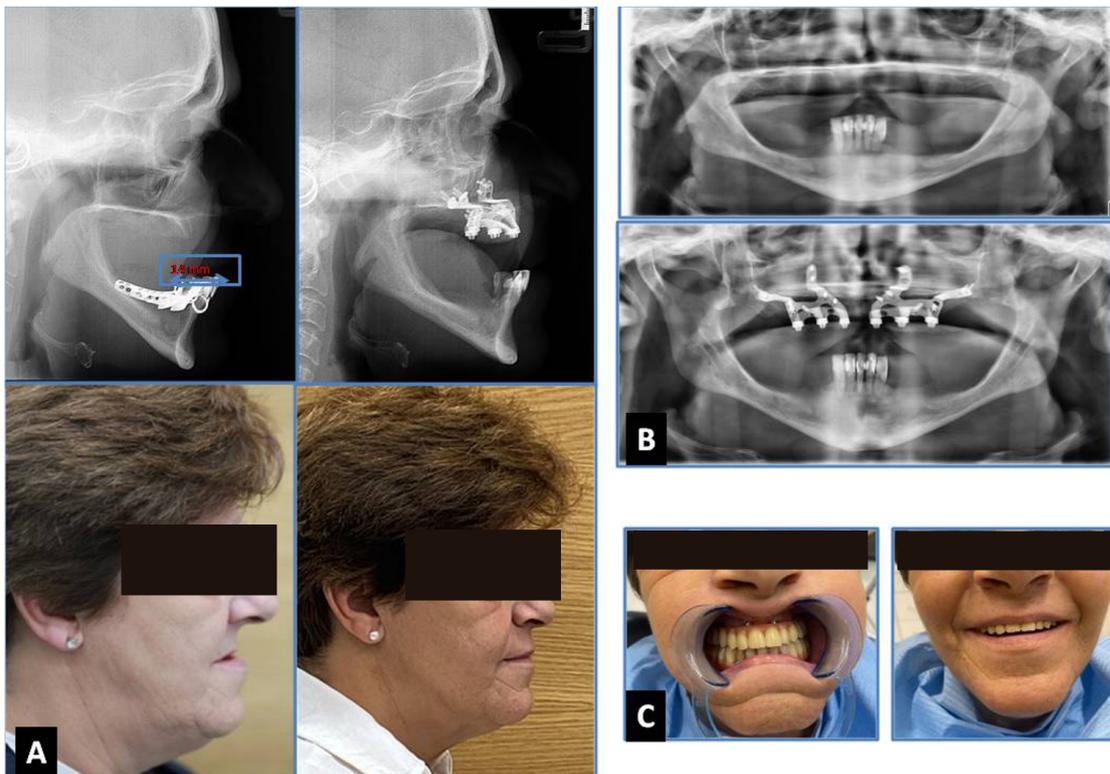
A: tele-radiografías laterales de cráneo junto con fotos de perfiles faciales pre y postoperatorios. Se observa una notable mejoría en las dimensiones de la vía aérea. B: ortopantomografías pre y postoperatorias. C: prótesis fija provisional implantosoportada acrílica atornillada.
